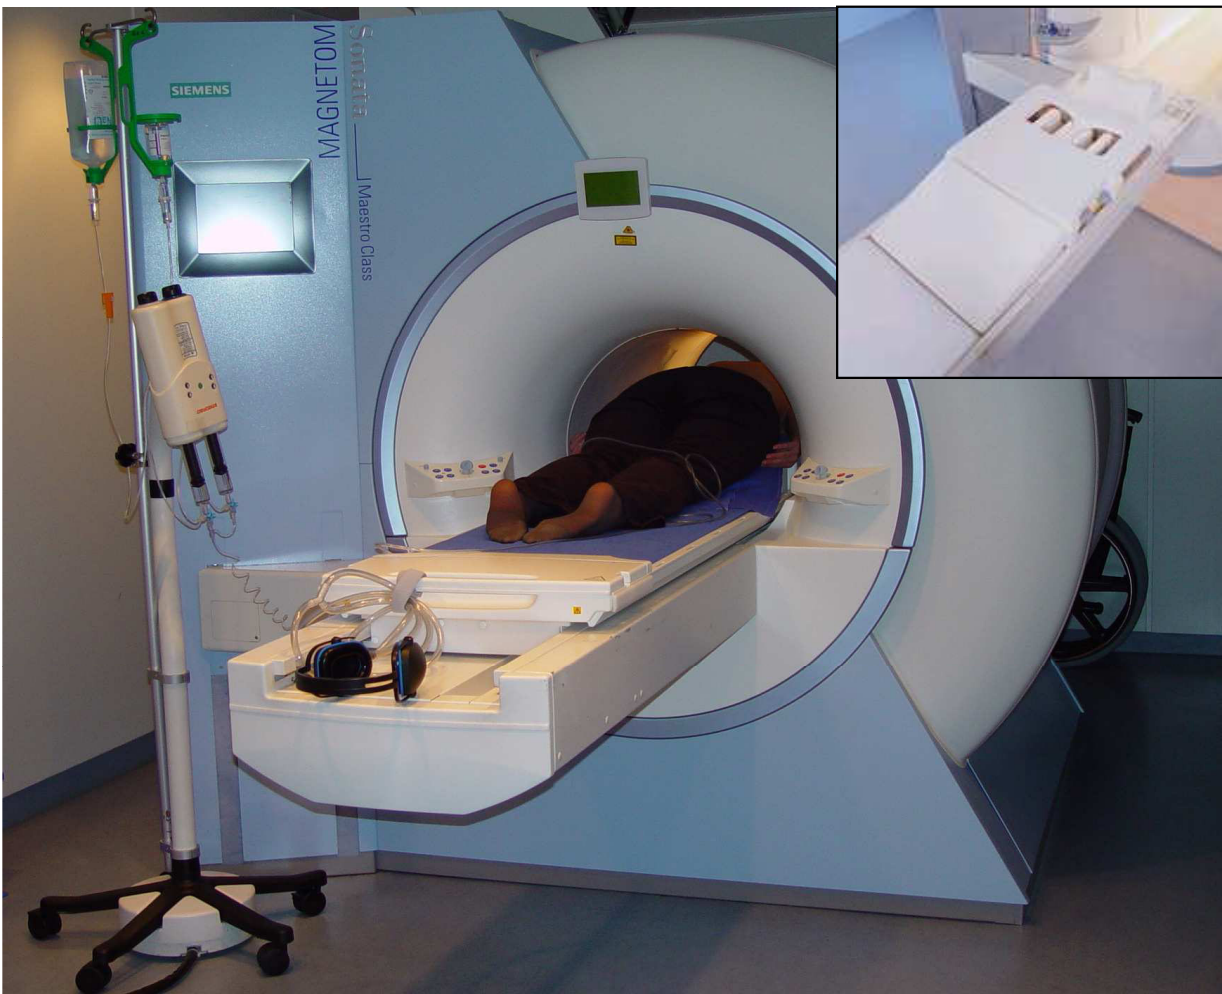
Dynamische MRT-Untersuchung der Brust, der Bildausschnitt zeigt die verwendete Brustspule
